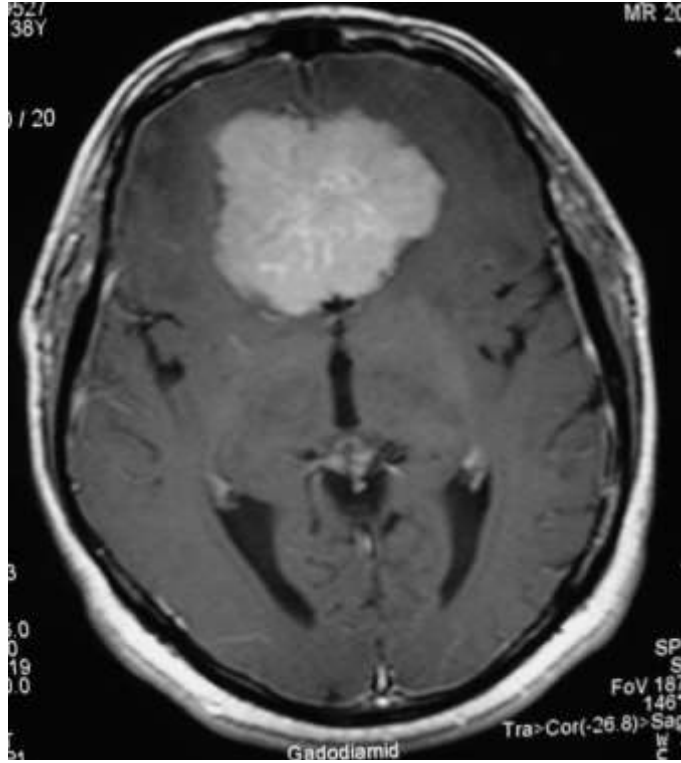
Tüberkülem sella meningioma koronal T1 kontrastlı MRG görüntüsü
